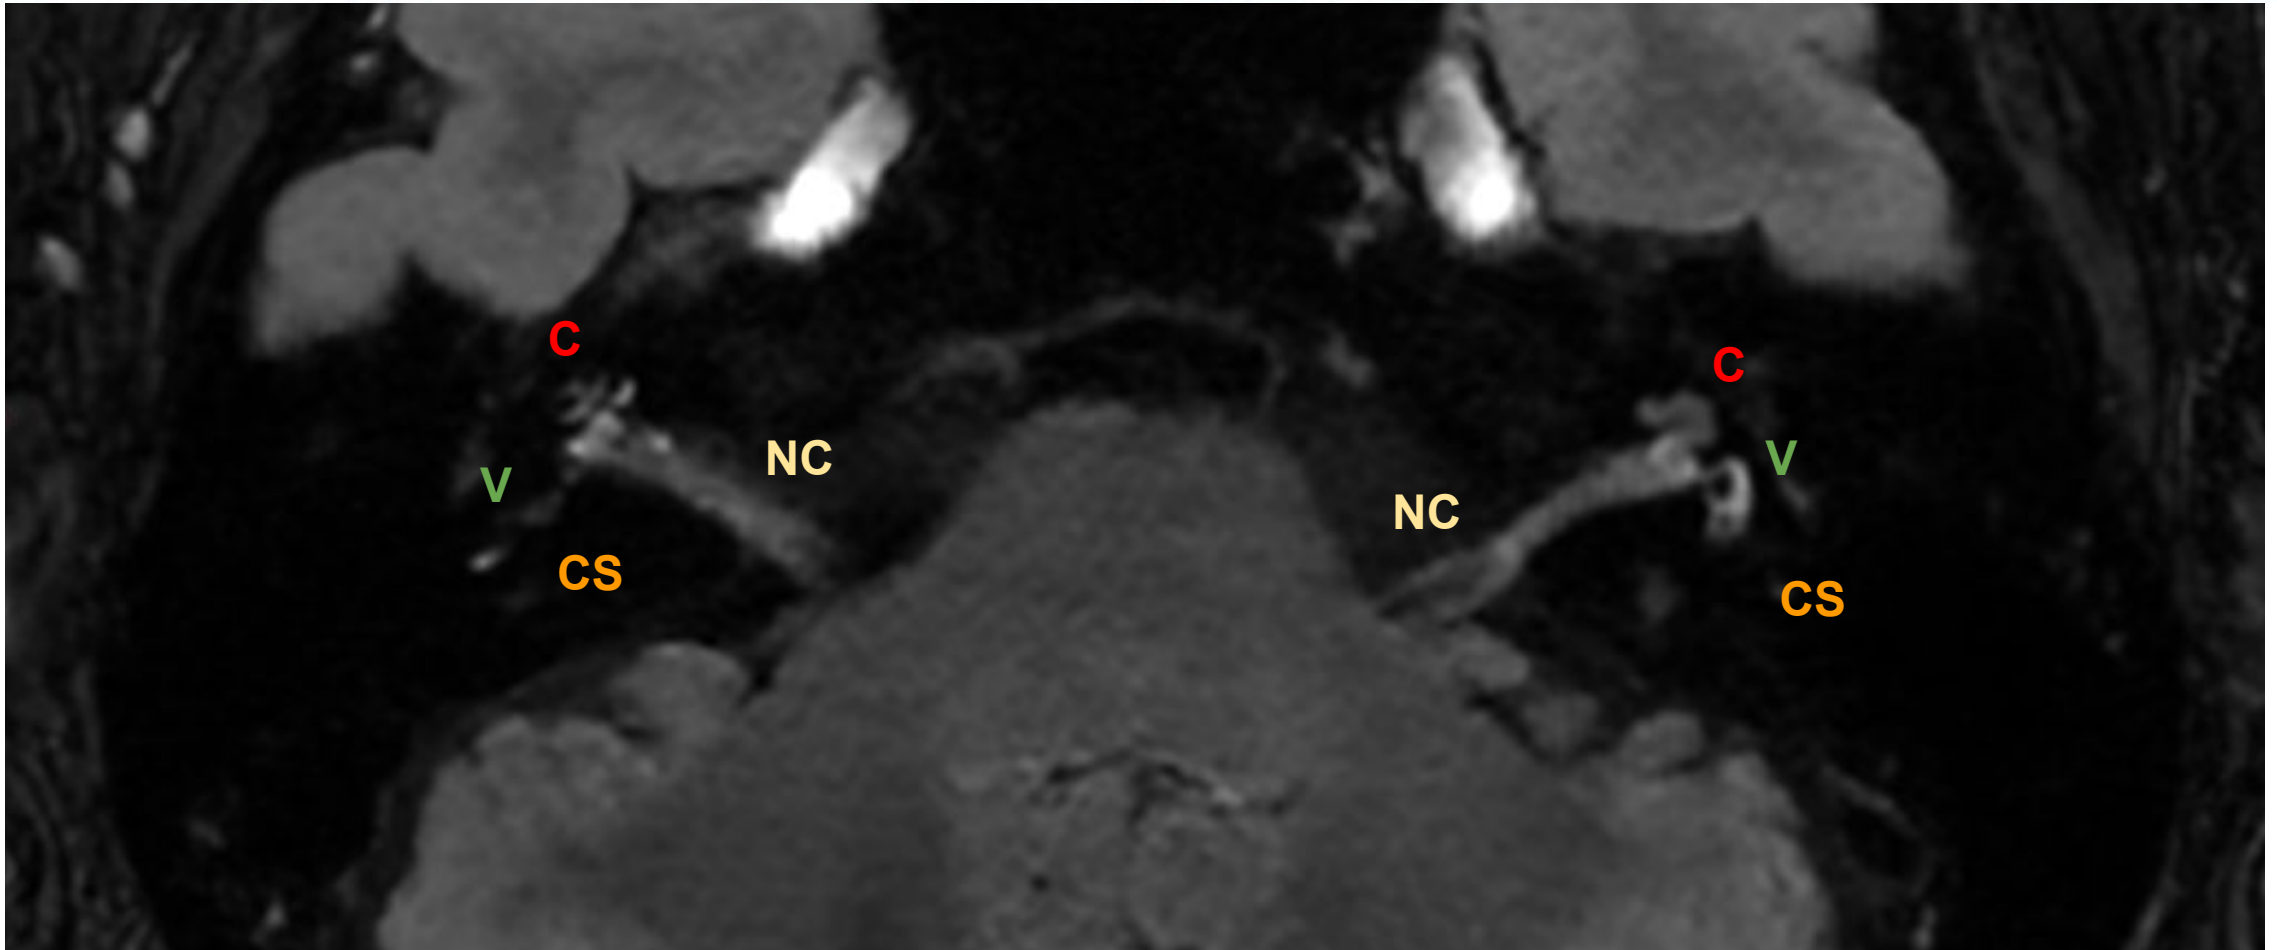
RM secuencia 3D FLAIR 4h tras administración de Gadolinio IV en cortes axiales. Se observa la diferencia entre el oído sano (izquierdo) y el oído afectado (derecho) con HE y PLE.
